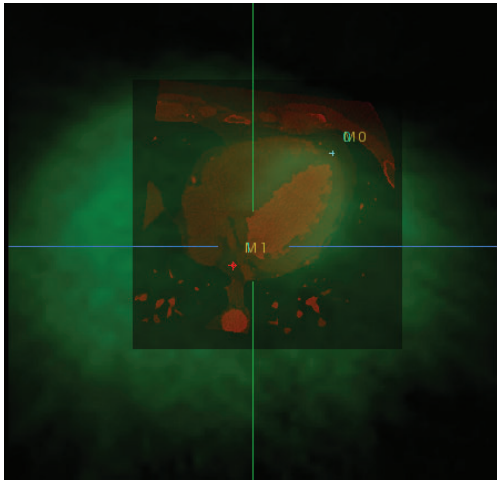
Registration of SPECT and CT images using based point registration using predicted landmarks by models in both medical imaging techniques. The red and blue cross, point the landmarks defined by the proposed approach. The green filter image of the SPECT technique is superimposed on the CT image with a red filter.
